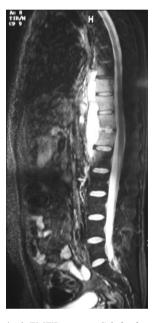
IRM en coupe sagittale T2 STIR montrant l'abcès rétro-aortique T8-L2 (même patient qu'en Fig. 1).
